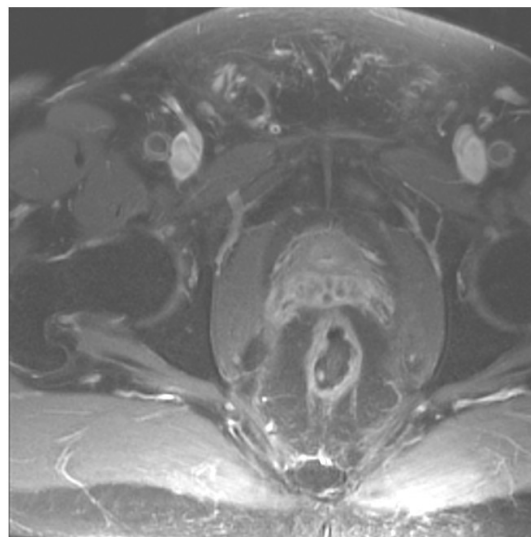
RMN- neoplasm rectal
